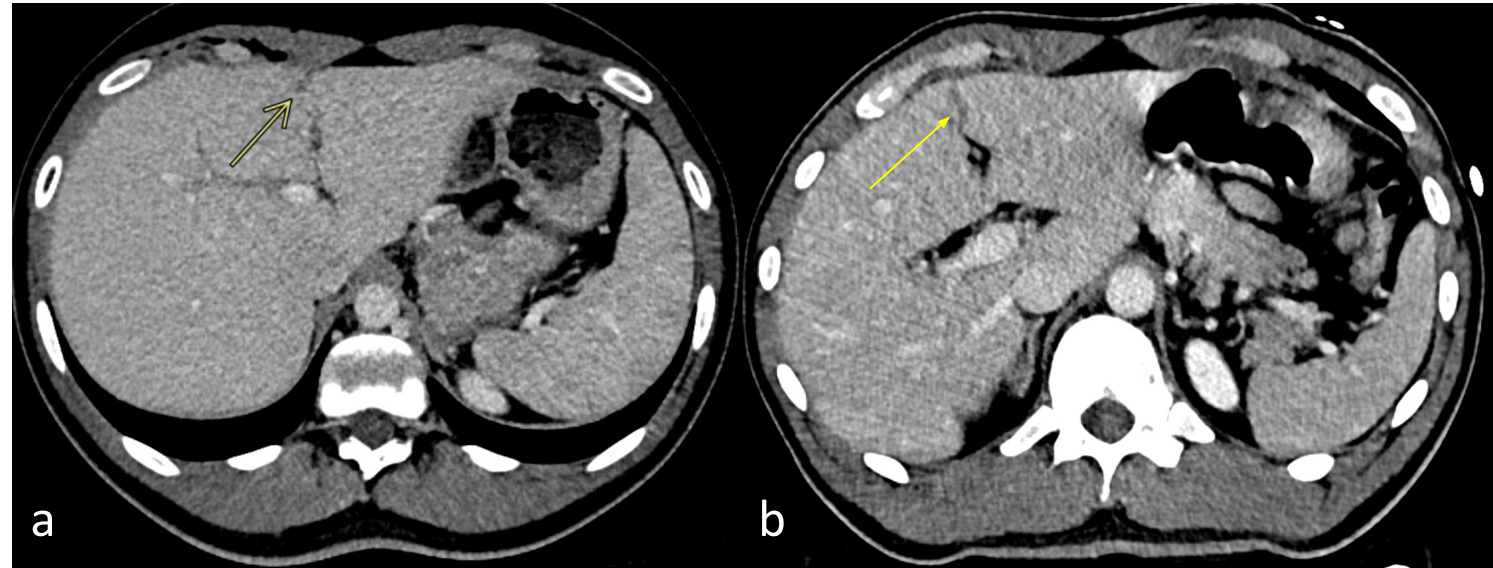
a) TC axial: laceración hepática <1 cm en segmento IV, sin sangrado activo (AAST I).
